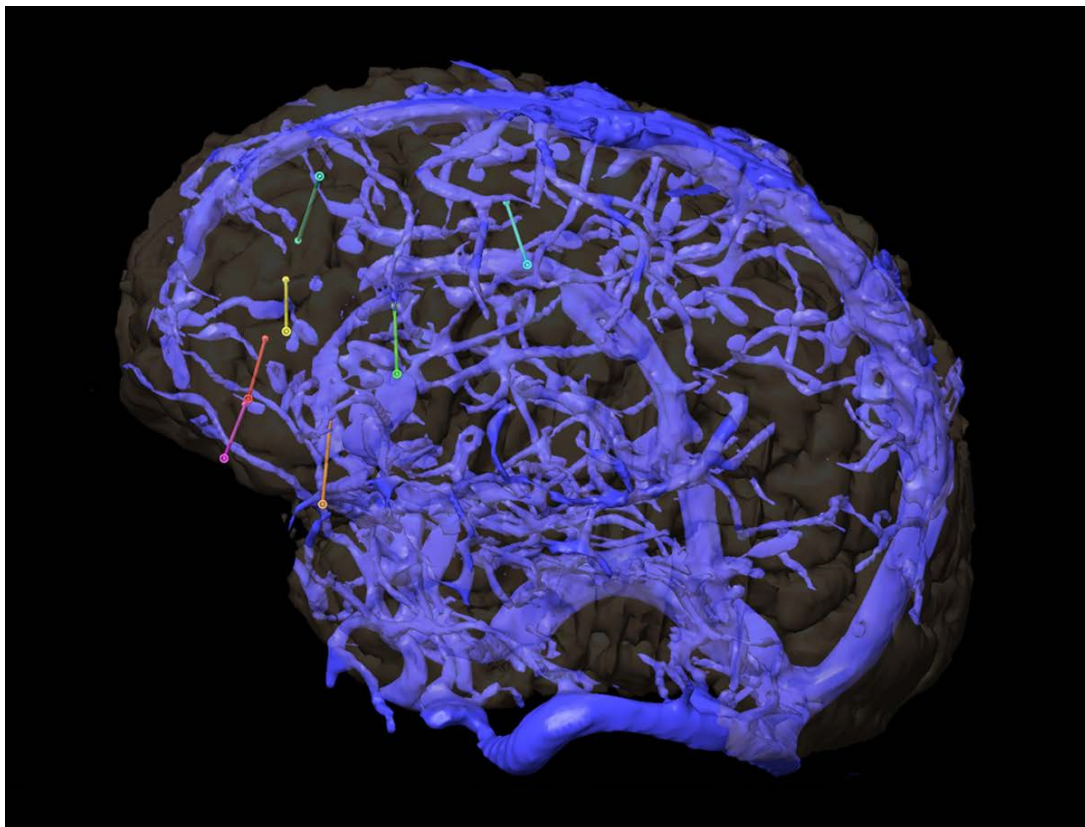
Imagen del navegador con la planificación trayectorias de los electrodos profundos evitando coincidir con venas en la Angio RM.
